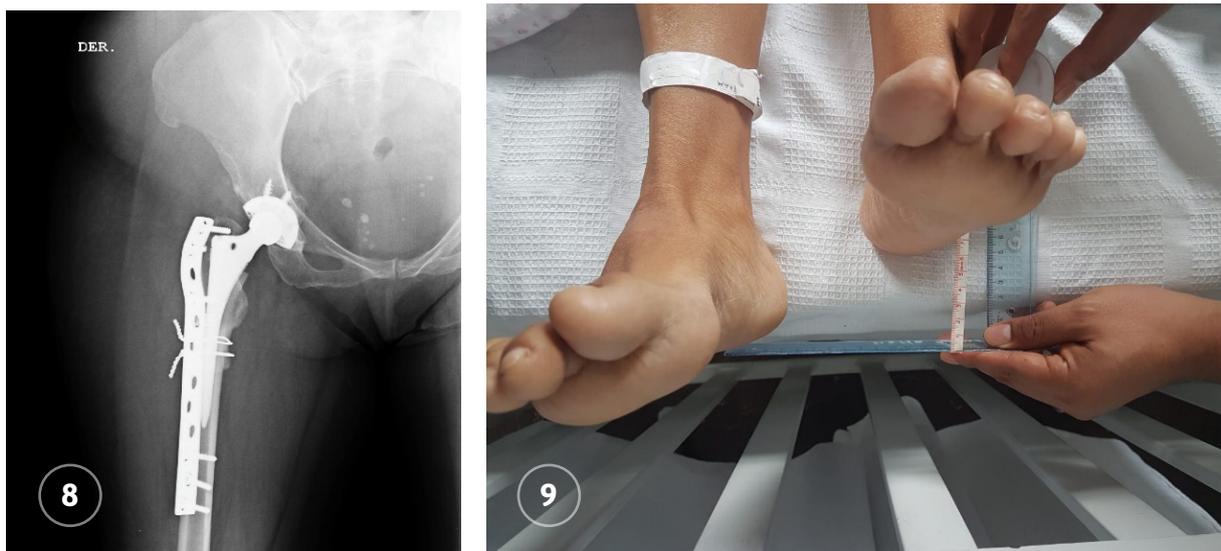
Radiografía de cadera derecha a los 3 meses de evolución, sin signos de pseudoartrosis en zona de osteotomía
